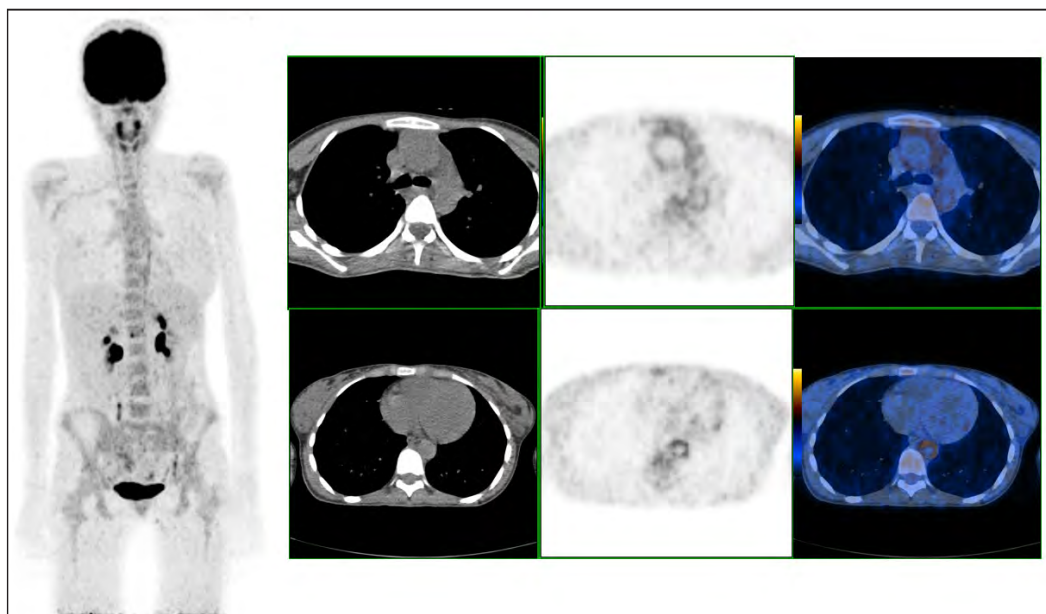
TAK: Aumento da captação de FDG-F18 nos vasos de grande calibre (aorta torácica ascendente, crossa da aorta, aorta torácica descendente, artérias subclávias e carótidas), em doente do sexo feminino de 15 anos com sintomas constitucionais e anemia ferropénica.
